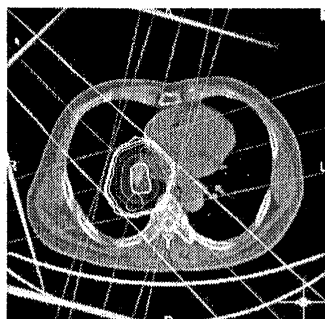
CT: Không nhìn thấy u để lập kế hoạch xạ trị
